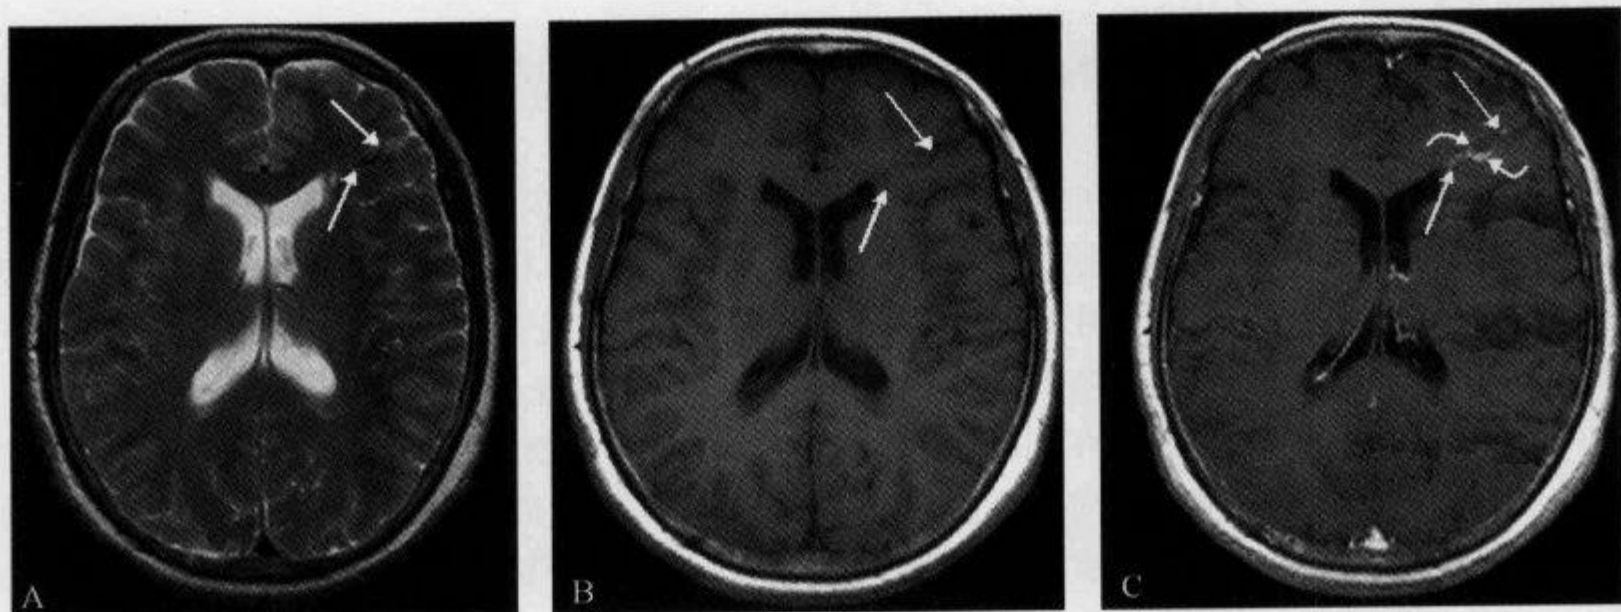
轴位 MRI T₂WI 及轴位增强 T₁WI 示“水母头征”
